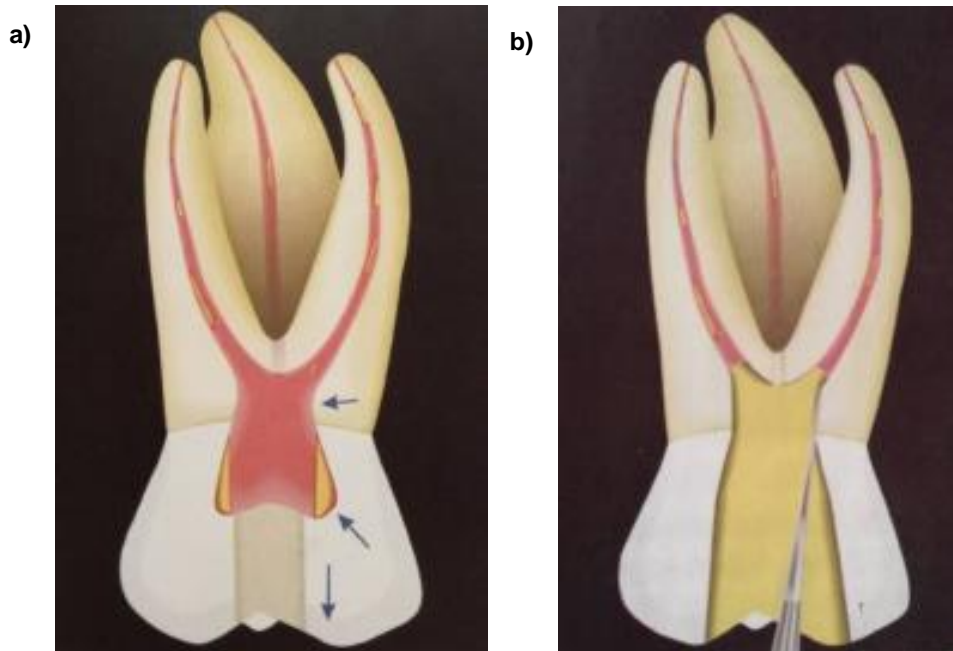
a) Flechas indican deficiencias en el acceso: triángulo de dentina en la entrada de los conductos vestibulares, punta de la cúspide MV proyectada sobre el conducto MV y techo de la cámara pulpar b) Remoción del triángulo de dentina con punta de ultrasonido.⁸
